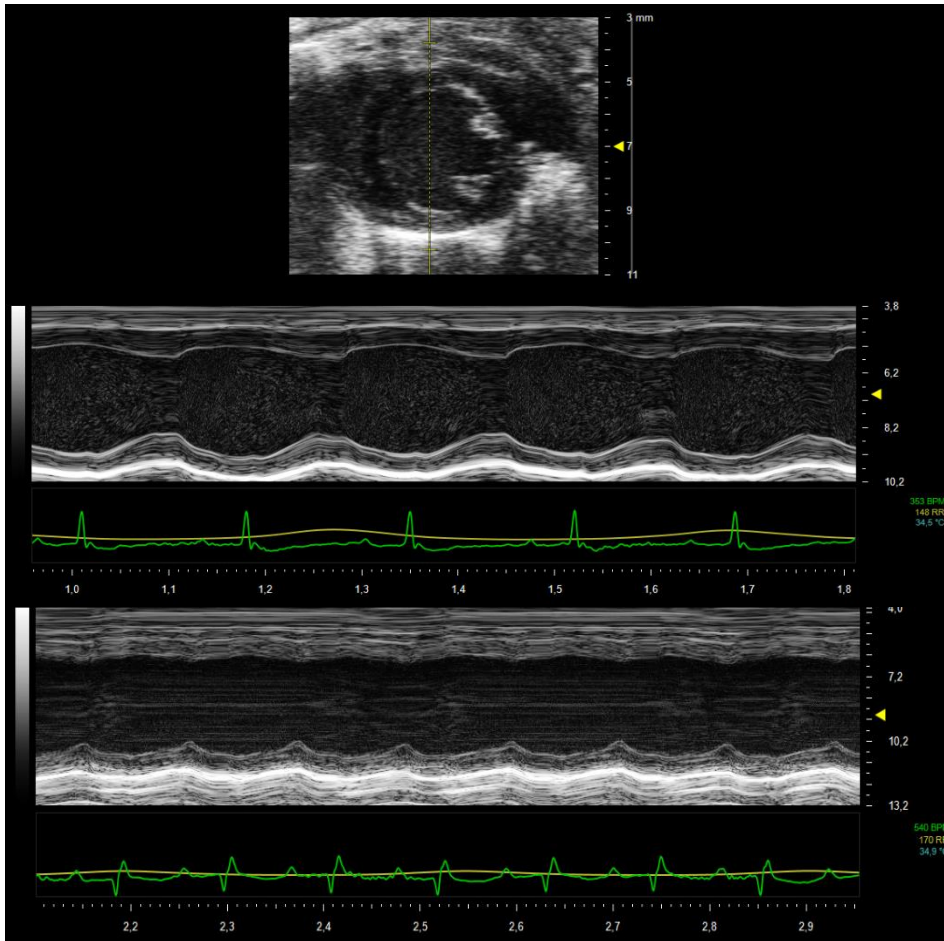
Echokardiografie M-Mode. Oben: Exemplarisches Ultraschallbild in der PSAX, B-Mode. Die gestrichelte gelbe Linie entspricht der Achse für die Erstellung des M-Modes. Mitte + unten: Exemplarische Darstellung des M-Modes aus der parasternalen kurzen Achse eines SHAM-operierten Kontrolltieres (Mitte) und eines Versuchstieres nach LAD-Ligatur (unten) im Vevo Imaging System.
